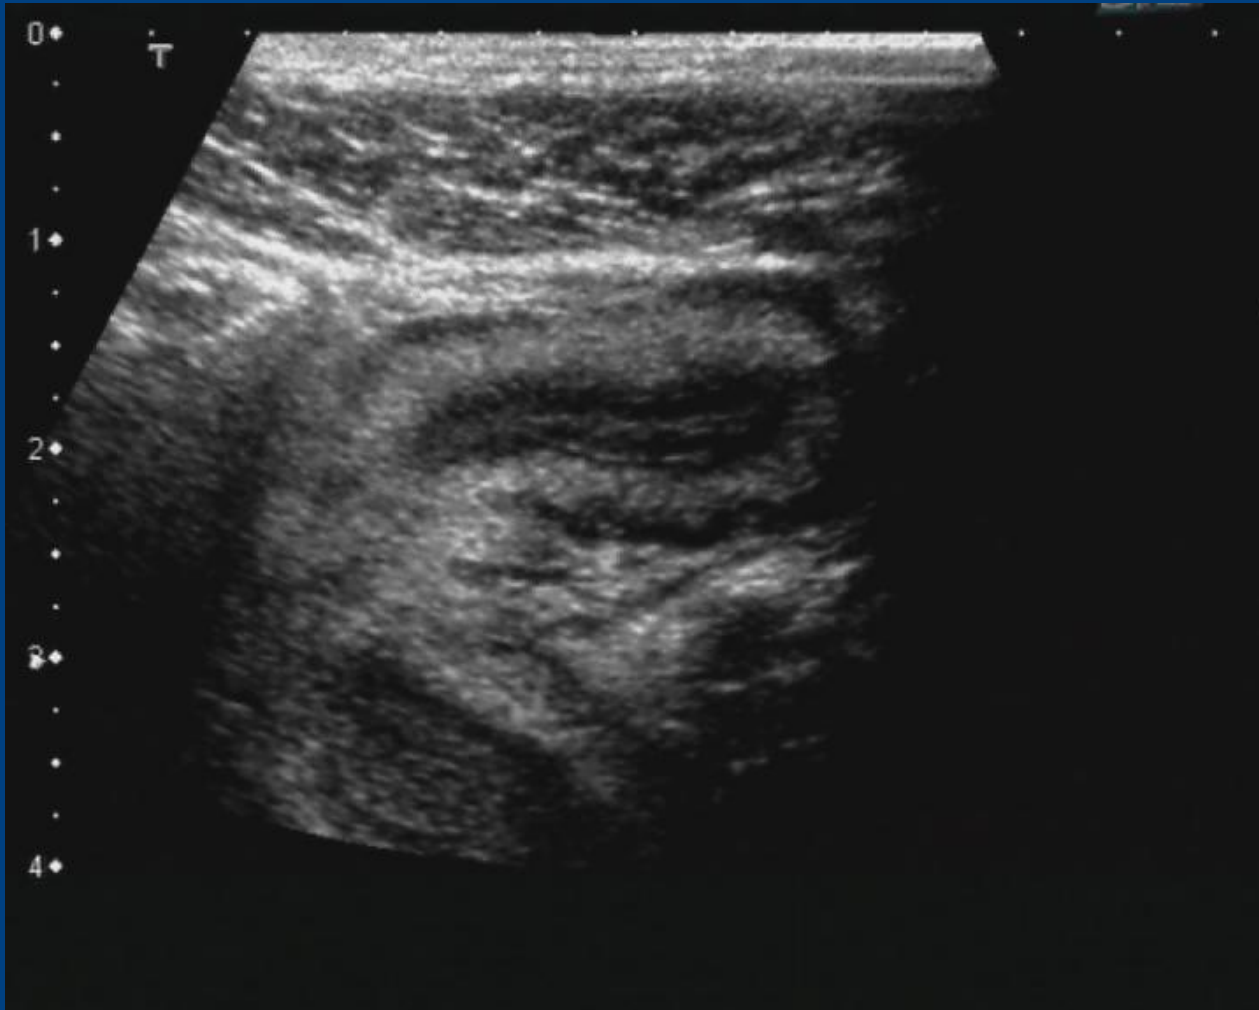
Images RM Barc, Vannes*
